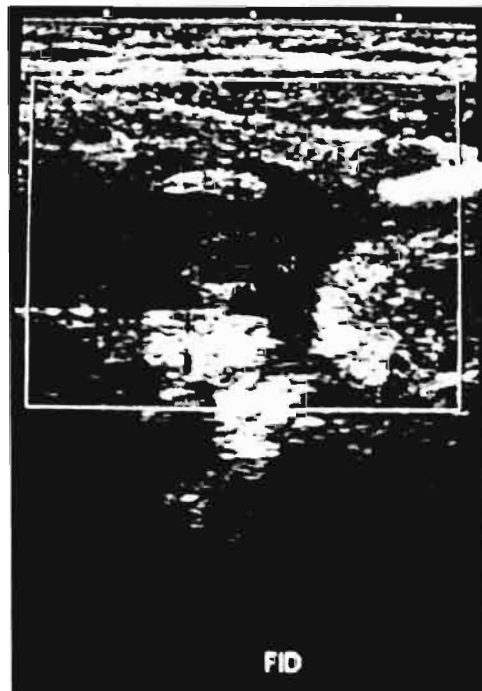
Estructura tubular con presencia de líquido perilesional y con flujo a la aplicación Doppler color.
